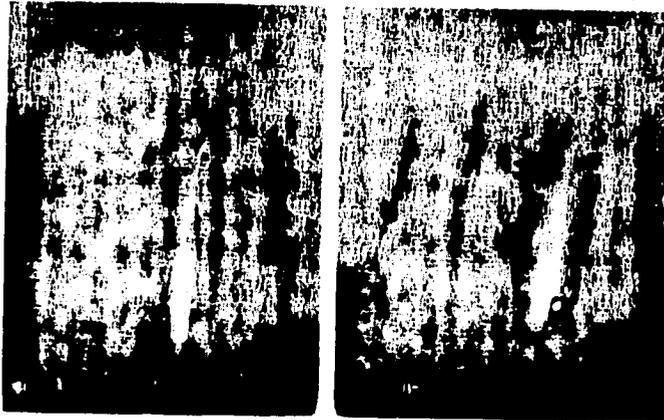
Quiste periapical que fue tratado con hidroxiapatita porosa, (a) Radiografía antes de la operación, (b) Radiografía 6 meses después de la implantación.
